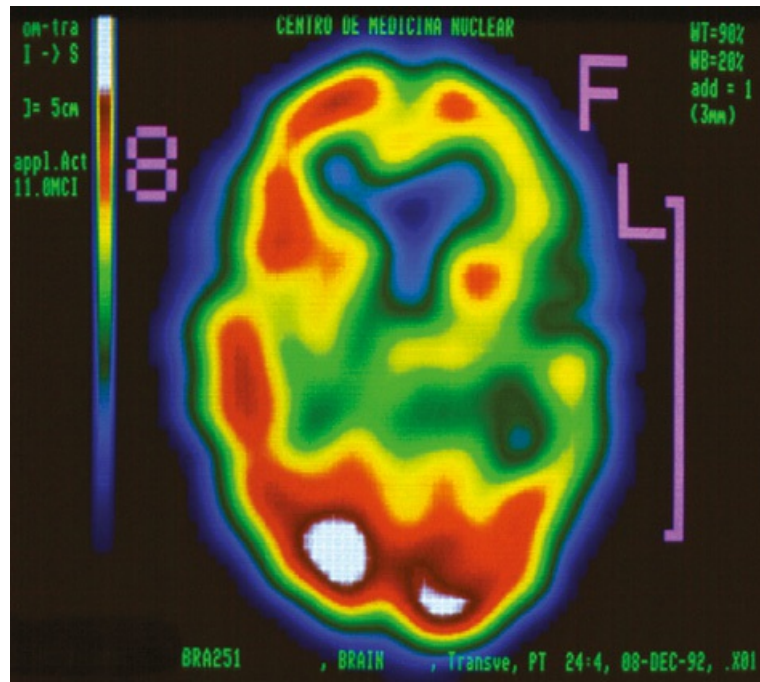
SPECT cerebral em paciente com APNF que revela hipoperfusão de áreas frontais e temporais esquerdas.
